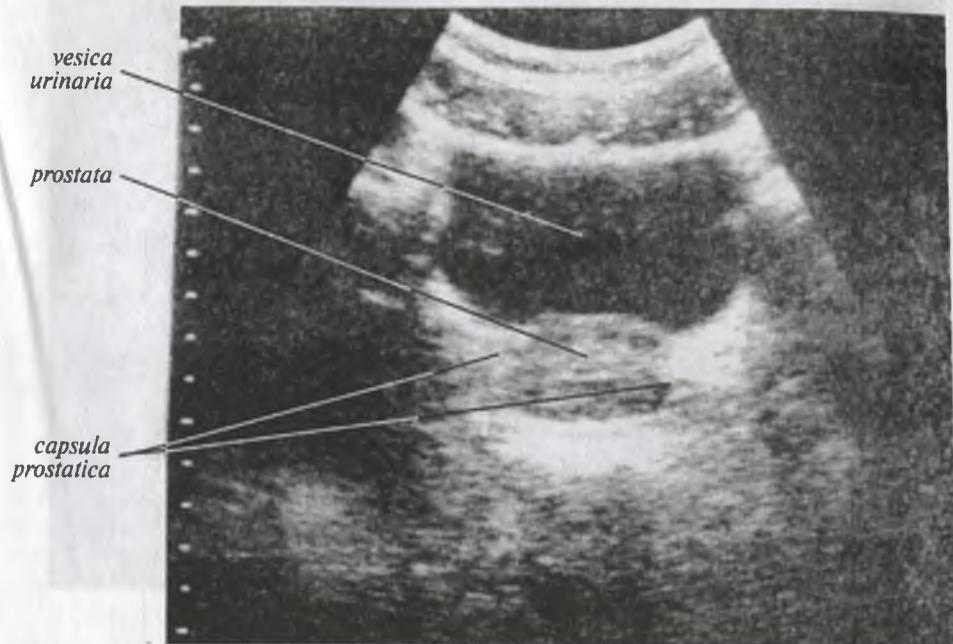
Ультразвуковая томограмма мочевого пузыря и простаты
